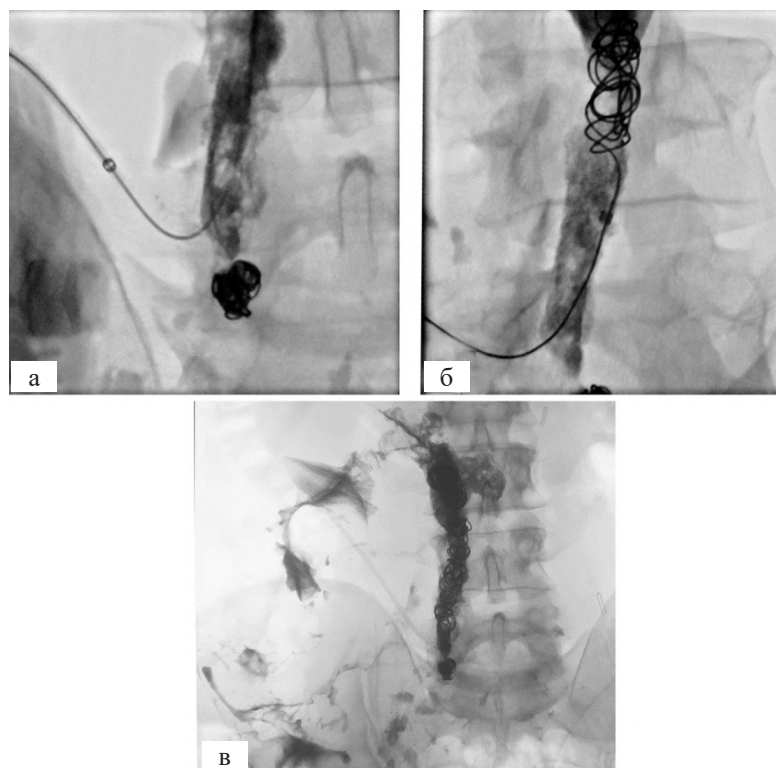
а) Этап катетеризации левого поясничного лимфатического ствола системой для микродоступа Neff NPAS (Cook Medical, США); б) этап проведения спирали в левый поясничный лимфатический ствол; в) обзорная рентгенограмма после эмболизации: видно компактное расположение спиралей в зоне лимфатической утечки, а также в левом поясничном лимфатическом стволе на протяжении
